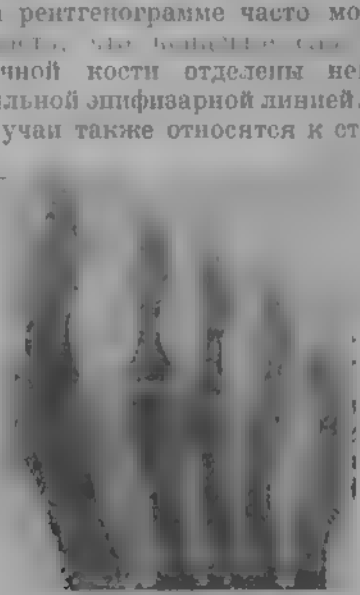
Ушиб кисти. Рентгенограмма кисти, показывающая переломы пясти и ладьевидной кости.
